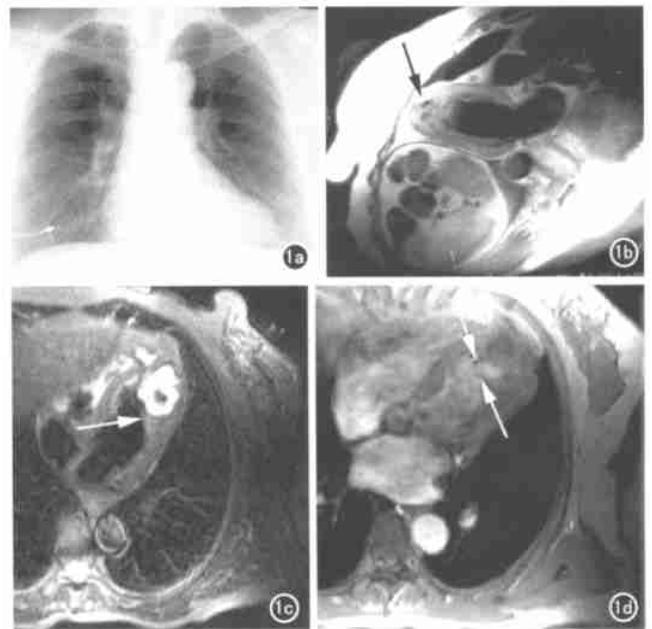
左心室憩室。a) X 线平片示左心缘心尖部圆隆上翘左移; b) Double IR FSE 长轴位显示心尖部局限膨隆(箭), 为肌型憩室所致, 憩室大小为 29.3mm×29.4mm×36.0mm, 憩室内信号混杂, 憩室腔与左心室腔间的条状低信号为憩室颈部, 宽约 15mm; c) Triple-IR FSE 四腔位示憩室内慢血流的高信号和正常血流的低信号, 憩室颈周缘左室侧壁, 明显增厚(箭), 内见突起的肌小梁, 憩室壁亦较厚, 与心肌信号一致; d) Fast cine 憩室颈有信号通过, 憩室腔和左室腔相连(箭)。
